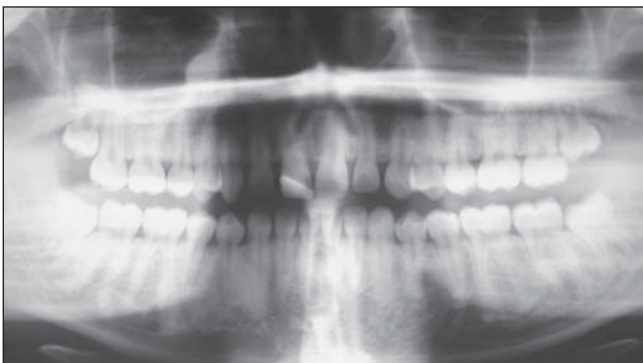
Radiografia panorâmica da mandíbula.
